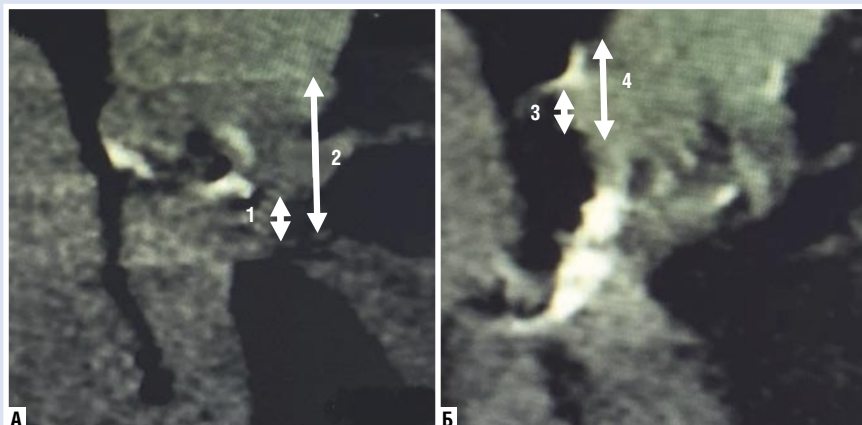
МСКТ-ангиография (А — левый коронарный синус; Б — правый коронарный синус; 1 — высота устья левой коронарной артерии; 2 — высота левого коронарного синуса; 3 — высота устья правой коронарной артерии; 4 — высота правого коронарного синуса).
